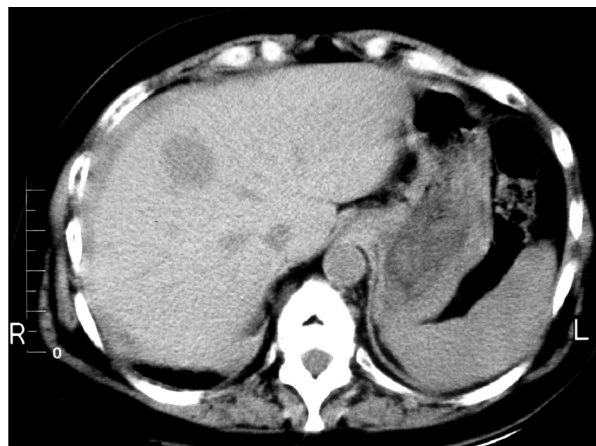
Tomografía de abdomen sin contraste que demuestra un nódulo ovoide hipodenso (Paciente 3).
